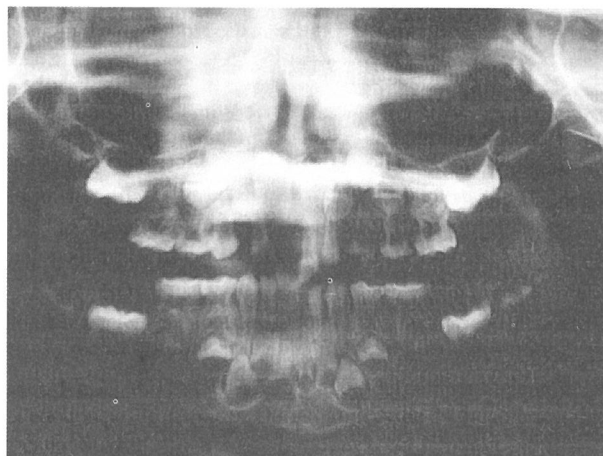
Caso Clínico 1. Ortopantomografía donde se aprecia pérdida de soporte óseo y periodontal en sectores anteriores del maxilar superior y mandíbula. No se observa pérdida óseo-alveolar en sectores laterales.
